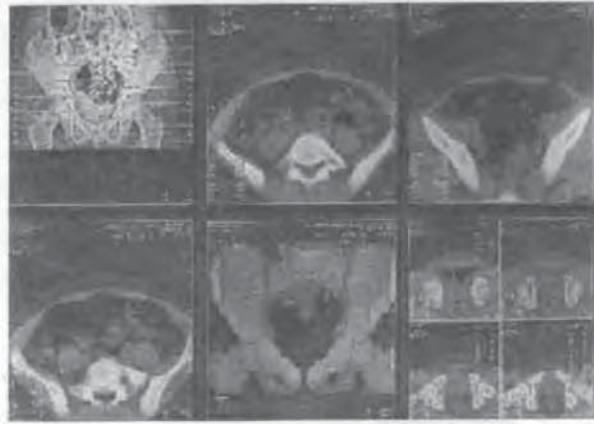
КТ структуральная асимметрия таза.
